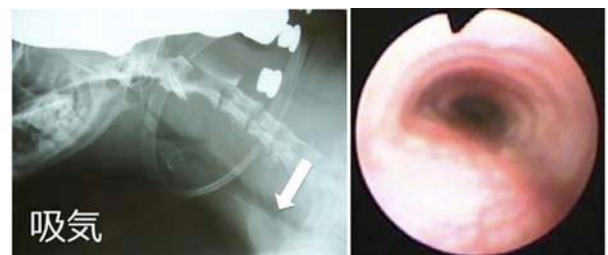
動的頸部気管虚脱の例。頸胸部X線写真では吸気時に頸部気管が扁平化を示すが(左), 気管支鏡検査では予期していたほど吸気時に虚脱が観察されない(右)。
